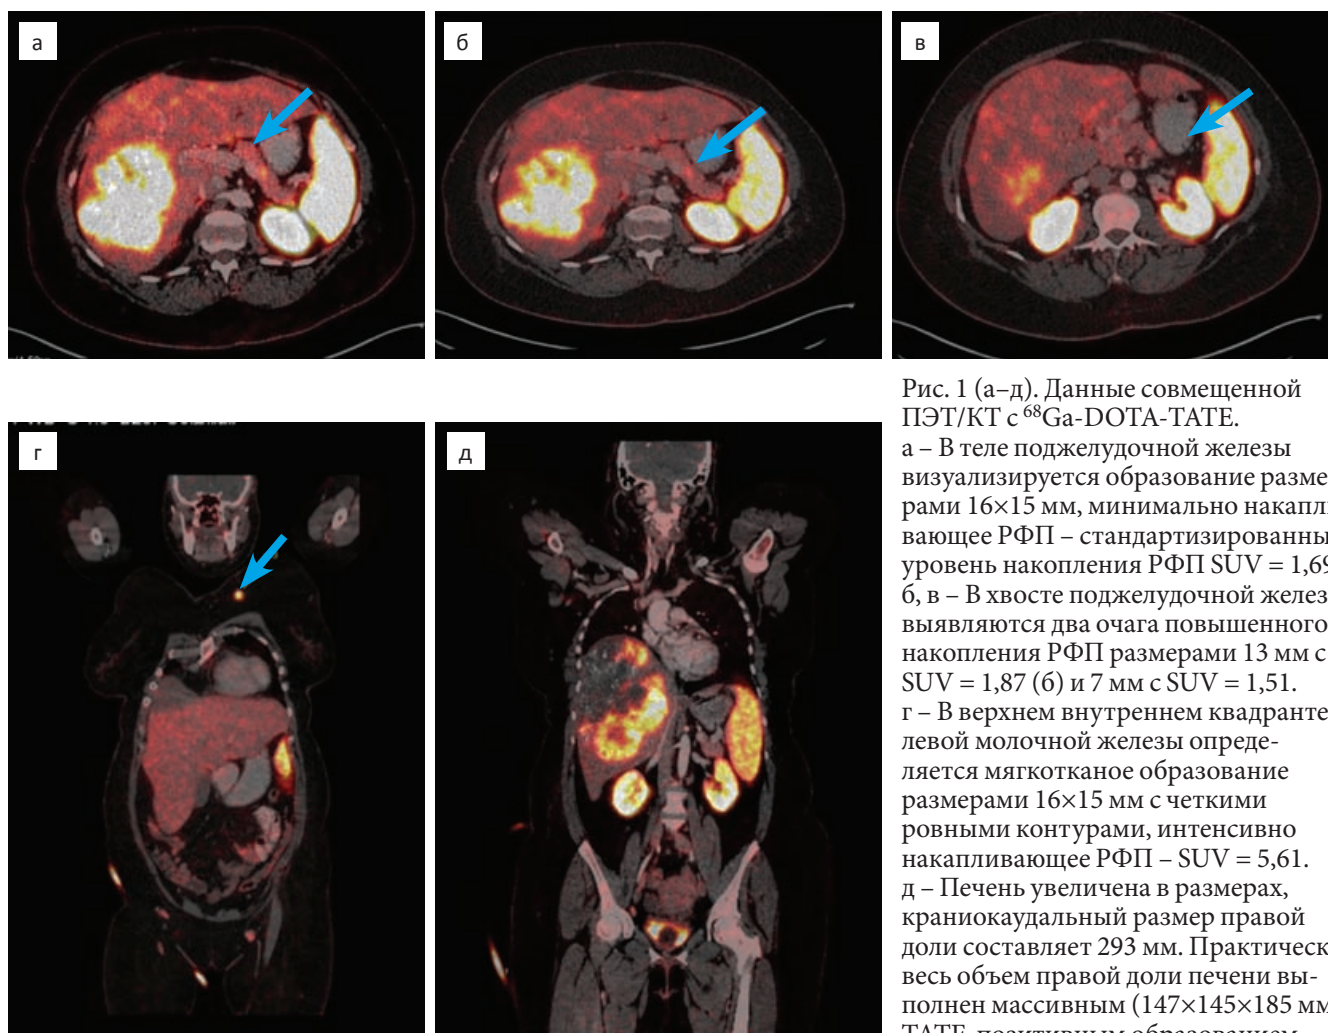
(а–д). Данные совмещенной ПЭТ/КТ с ^{68}Ga -DOTA-TATE.
